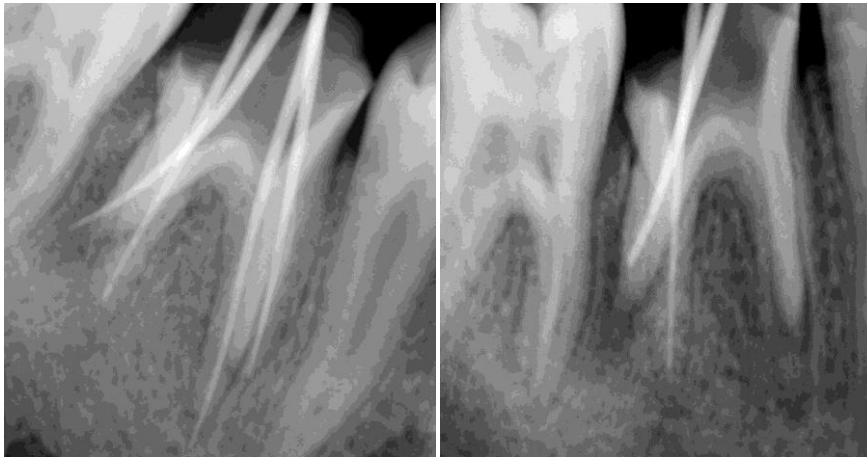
Radiographies cônes en place
